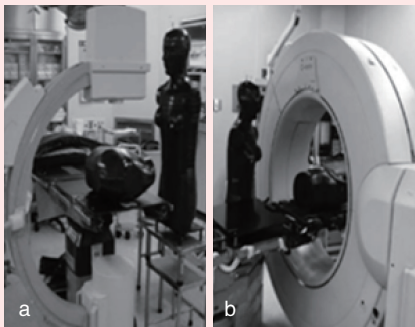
用于矫形外科/创伤外科大 C 形臂 (图 a), 和大 O 形臂 (图 b) CBCT 机图
